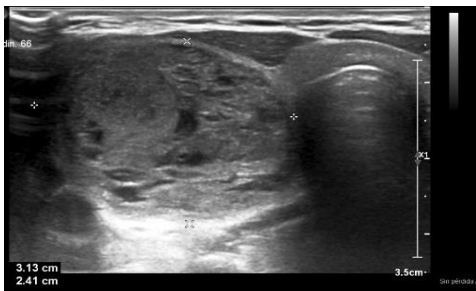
Ecografía tiroidea en AT (registro UCMHMNA)
